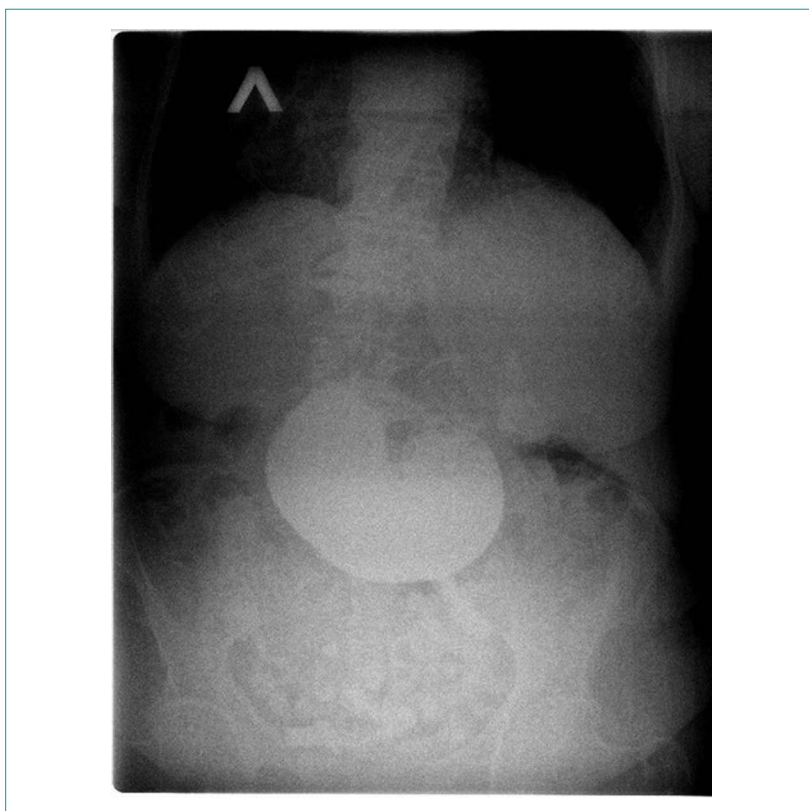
Рентгеновский снимок дуоденальной непроходимости
